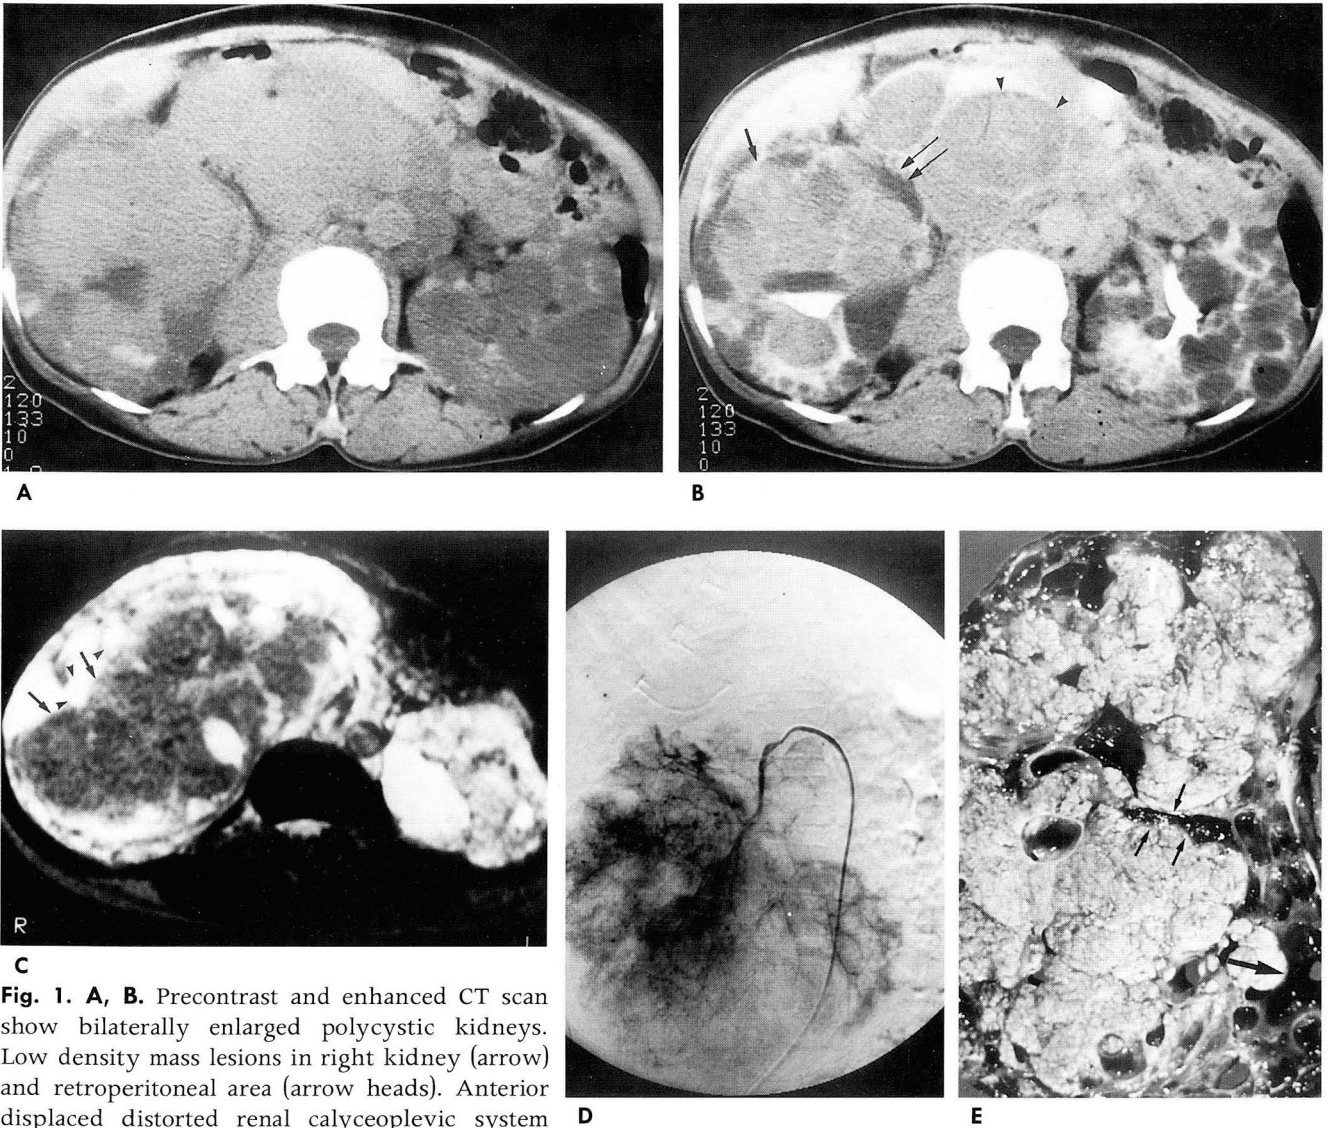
A, B. Precontrast and enhanced CT scan show bilaterally enlarged polycystic kidneys. Low density mass lesions in right kidney (arrow) and retroperitoneal area (arrow heads). Anterior displaced distorted renal calyceopelvic system (double arrows) by this mass is demonstrated.
